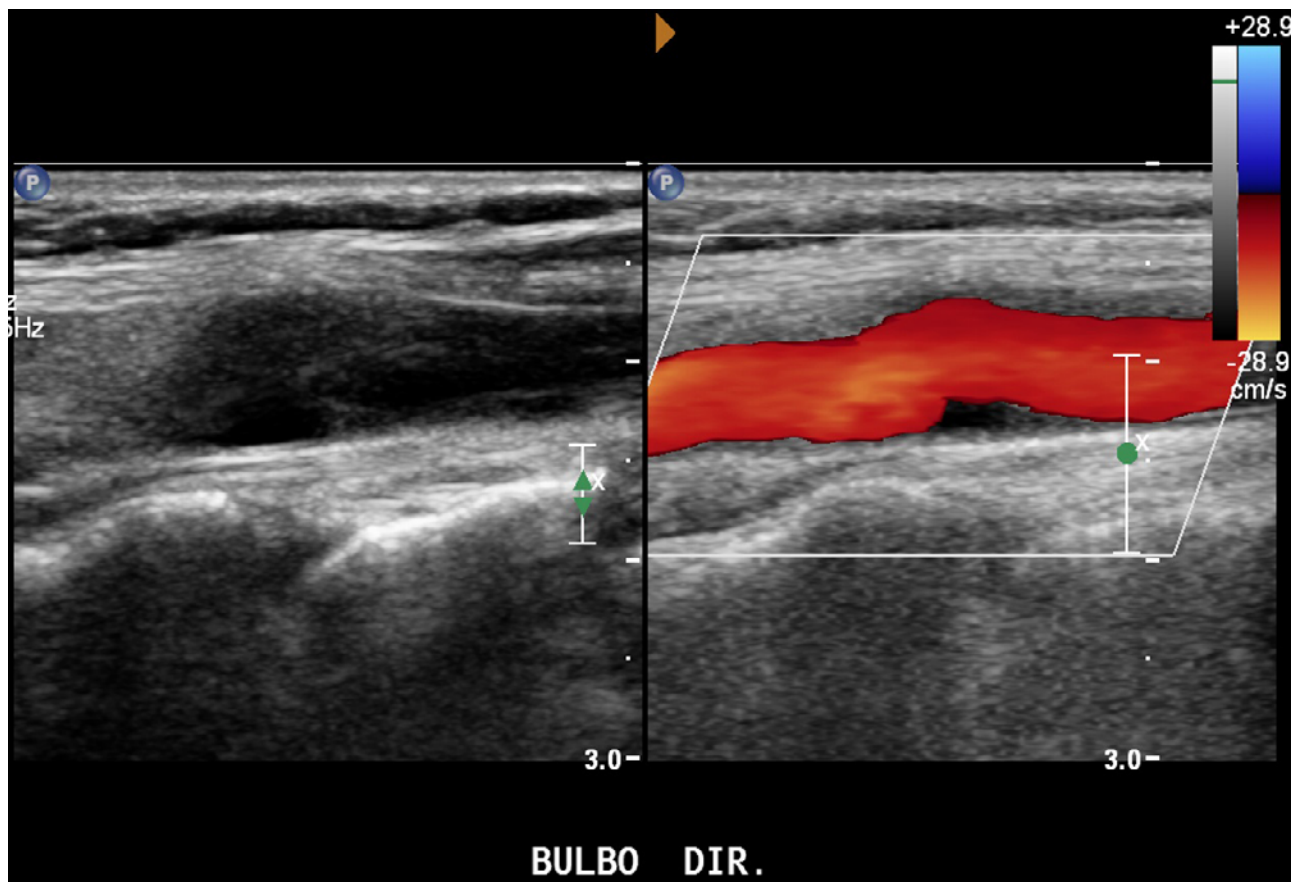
Doppler colorido do bulbo carotídeo / porção proximal da carótida interna
